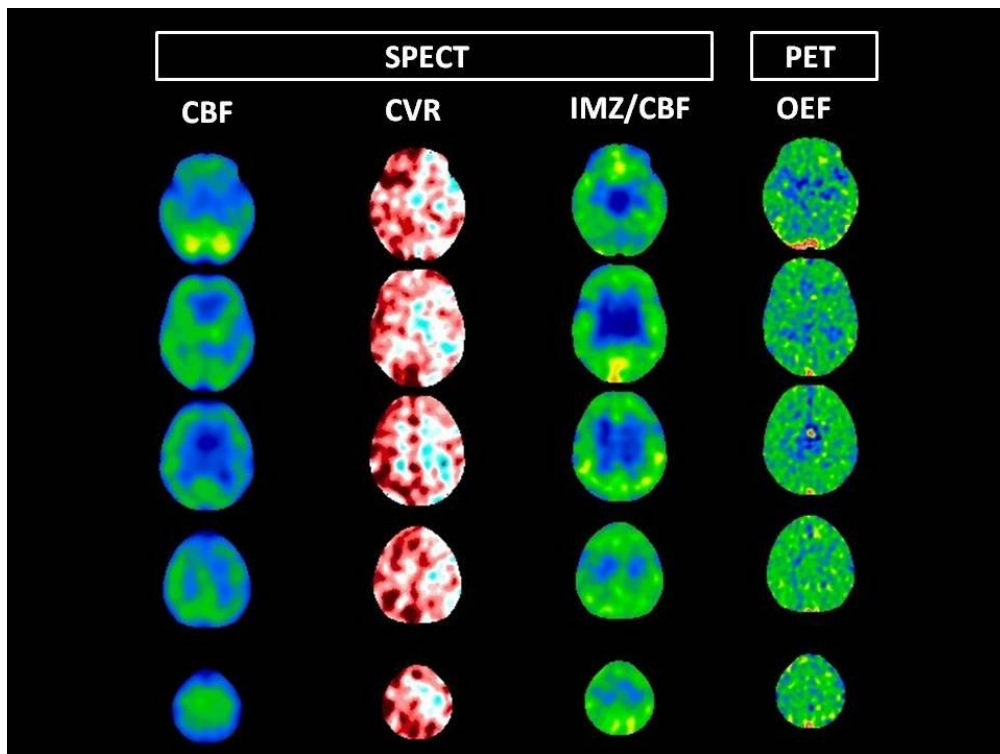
A 71-year-old man with left internal carotid artery occlusion and a transient ischemic attack manifesting as right motor weakness. CBF SPECT show reduced CBF and CVR in the left cerebral hemisphere in which PET-OEF and SPECT-IMZ/CBF ratios are not increased.
